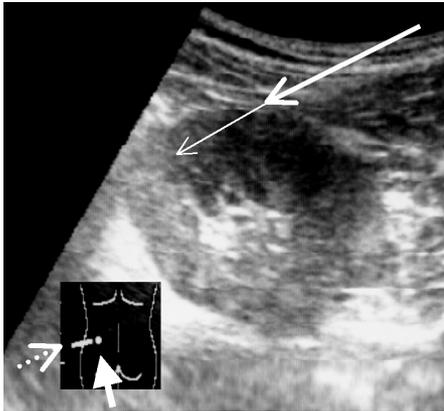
穿刺針と超音波端子を接触させずに腎を探索する方法。
